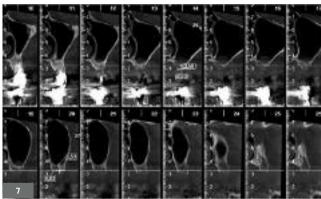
à 7. Cone beam au niveau des maxillaires gauche et droit : confirmation de la faible hauteur osseuse sous-sinusienne comprise entre 2 à 5 mm. Noter la faible épaisseur osseuse de l'ordre de 3 mm. Les sinus maxillaires sont perméables et ne présentent aucune pathologie.
